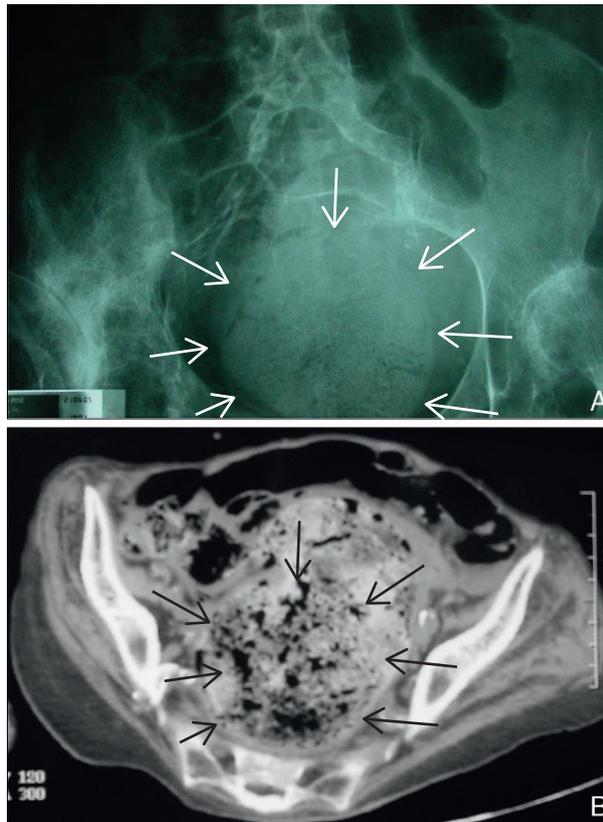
Fécalome sur une radiographie d'abdomen sans préparation (A) et sur une coupe de tomodensitométrie abdominopelvienne (B).
